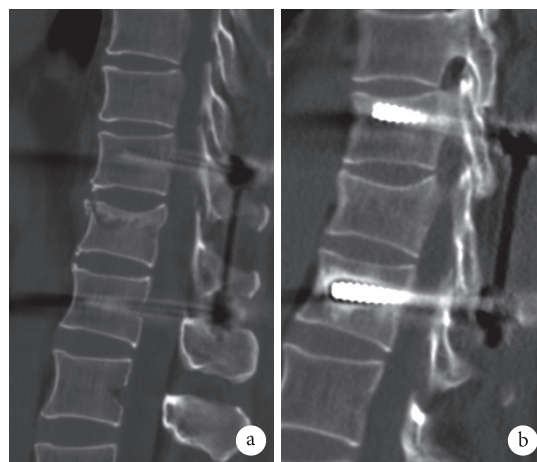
消失型椎体“空壳”矢状位 CT 图像 a. 术后即刻; b. 术后 1 年
